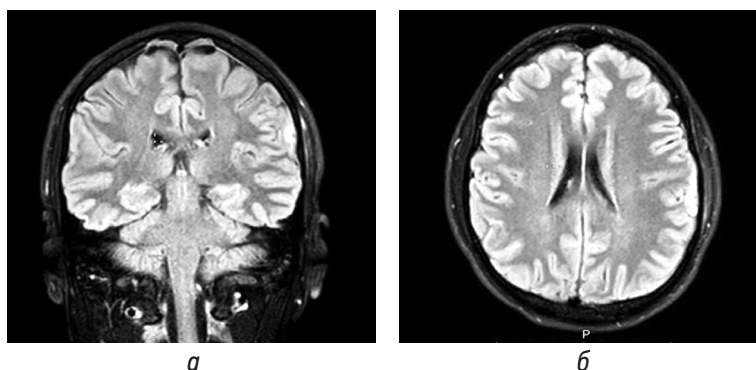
Пациент Л. МРТ головного мозга — на корональном (а) и аксиальном срезах (б) (режим FLAIR) картина участка контузионных изменений в субкортикально-кортикальных отделах левой теменной доли размерами до $14 \times 6 \times 9$ мм. До проведения МРТ пациент в течение 6 дней проходил лечение с диагнозом ЗЧМТ, СГМ. По данным КТ головы на 3-й день после травмы структурных нарушений выявлено не было
